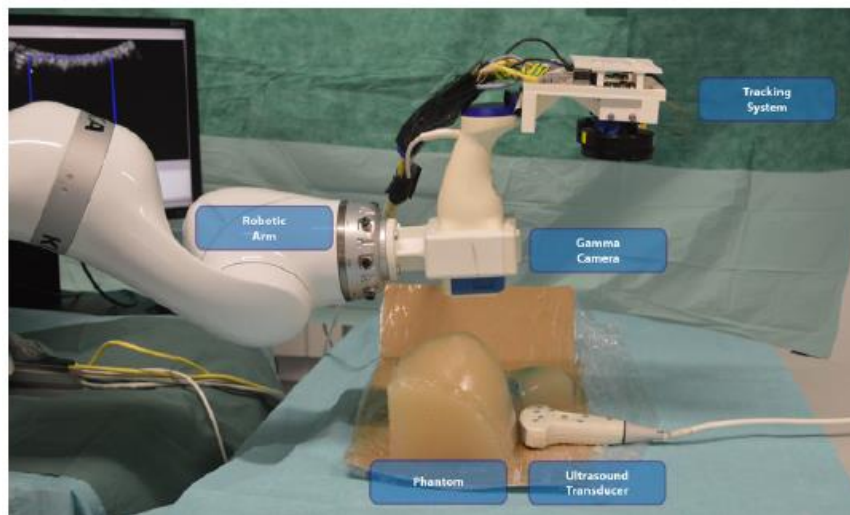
Exemple de bras robotique portant la caméra fhSPECT- Tiré de Esposito et al., 2016
